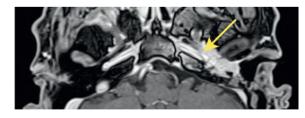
(В). МРТ левого внутреннего слухового прохода, Т1-ВИ с контрастным усилением, в аксиальной плоскости
